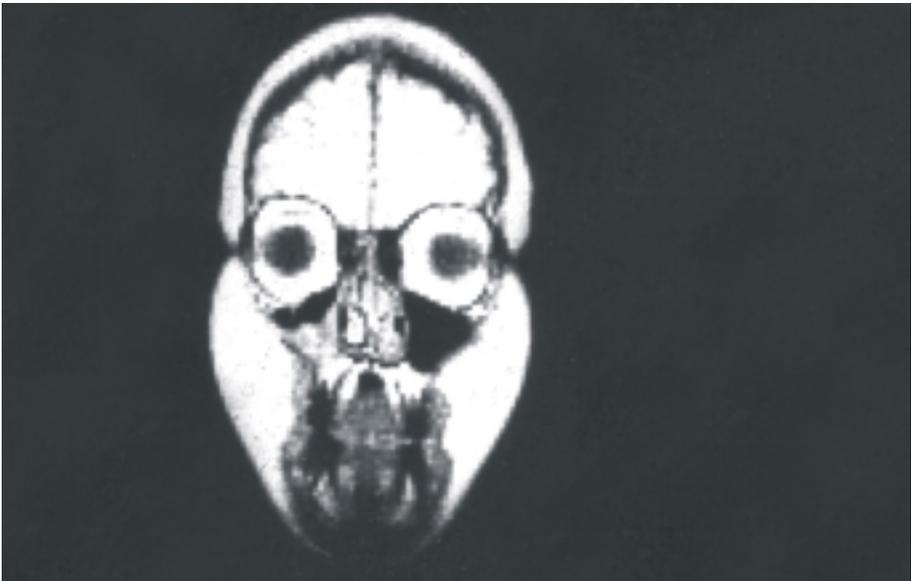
Resonancia magnética nuclear (RMN) de un sarcoma de la parte anterior de la mandíbula con destrucción ósea o infiltración de los tejidos blandos cercanos. Esta prueba es muy efectiva para determinar el compromiso de tejidos blandos de una lesión del complejo bucal.
